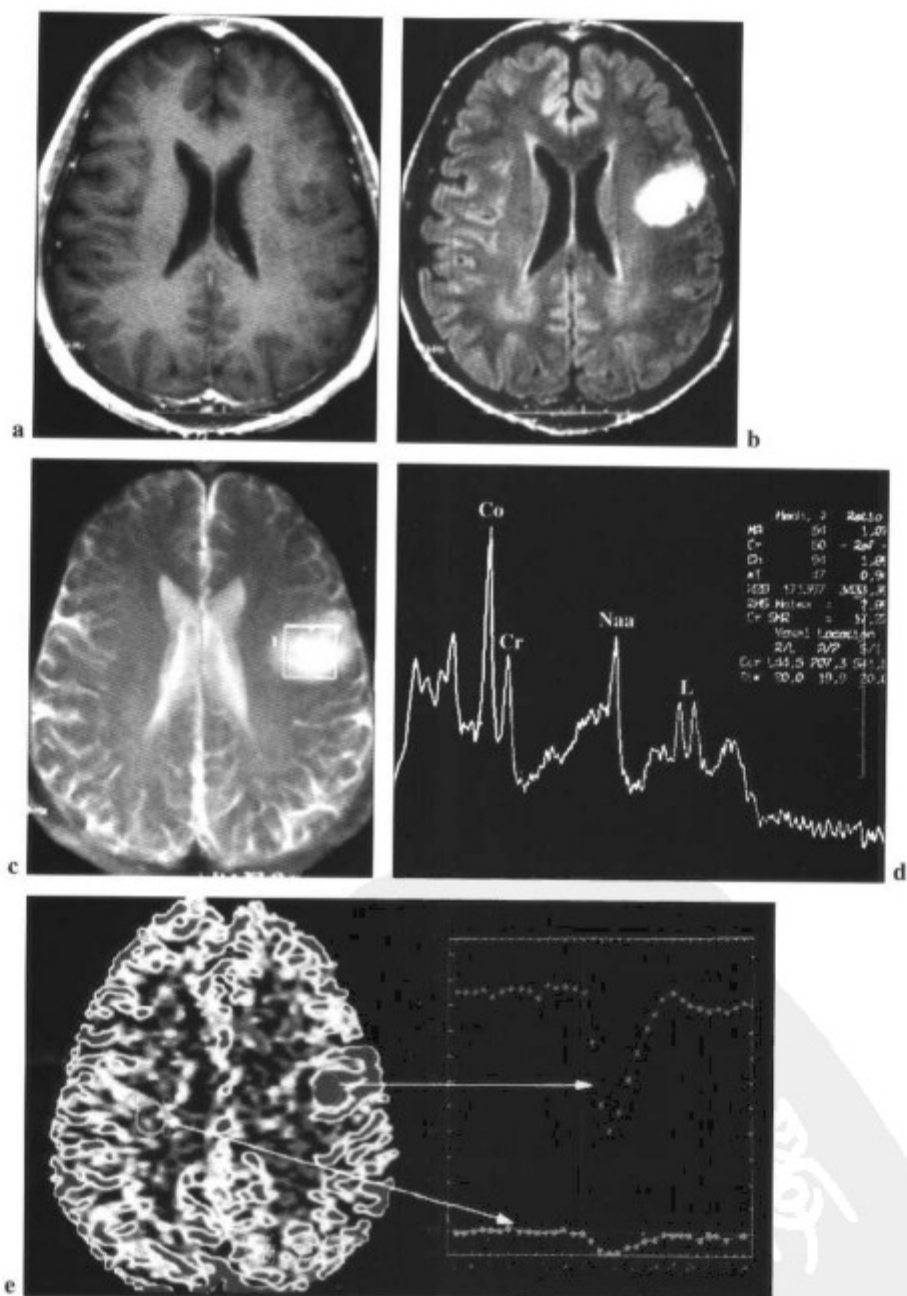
56 岁男性伴顽固性癫痫。(a) 横断面 T1WI 增强图像显示无强化的左侧额叶病灶。(b) FLAIR 序列呈高信号。(c 和 d) 病灶的波谱分析显示 Lac、Cho、Cho/Cr、Cho/NAA 均明显升高,提示为肿瘤。灌注图像(e),与对侧白质相比,病灶呈明显高灌注,也提示为肿瘤,可能为高恶性度肿瘤。(参见第 178 页彩图)
